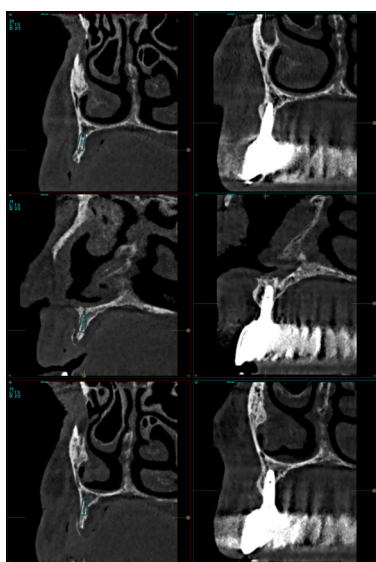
Cortes seccionales correspondientes a implantes de 2,5 mm con el Cone-Beam de control al año de la carga definitiva y cómo se ha mantenido y engrosado el volumen óseo crestal.
